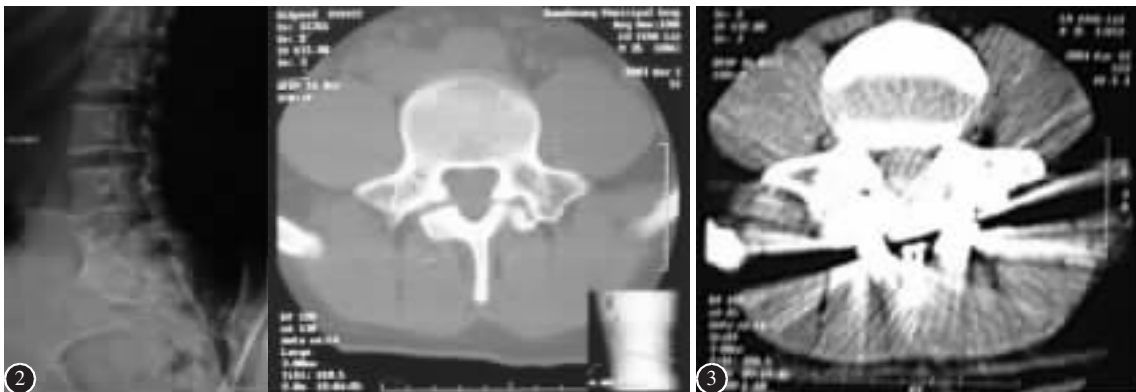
术前 X 线片及 CT 示 L5 峡部裂 图 3 术后 CT 示峡部连接
